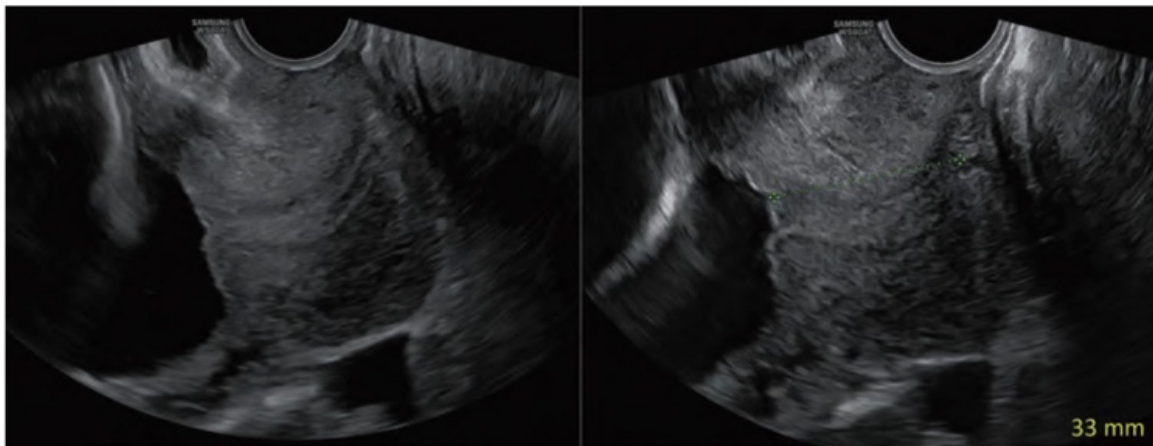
Imágenes de ultrasonido transvaginal de un cuello uterino normal con mucosa cervical ligeramente hiperecica.
